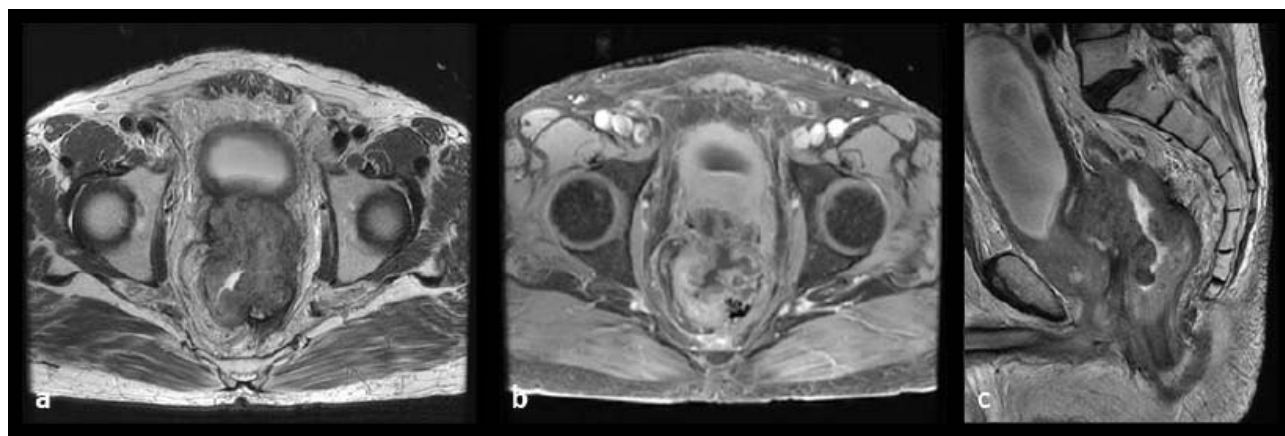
RM plano axial T2 (a) T1FS Gd (b) plano sagital T2 (c) Muestran engrosamiento concéntrico y asimétrico de las paredes del recto, que se extiende a la grasa del espacio peri rectal e invade la fascia meso rectal, con pérdida de la interfase grasa con la próstata.
